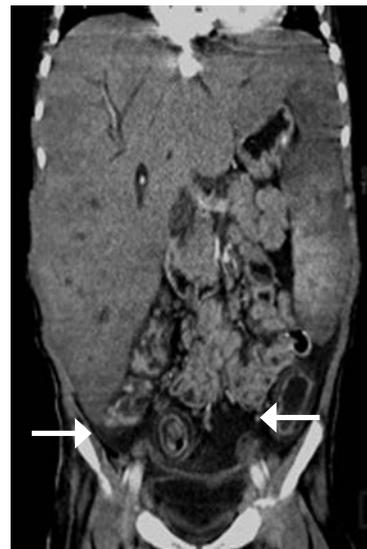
TC coronal con contraste intravenoso. Imagen en "diagonal" con engrosamiento a nivel de ciego y colon descendente, líquido libre y estriación de la grasa mesentérica y abundante hepatoesplenomegalia.
